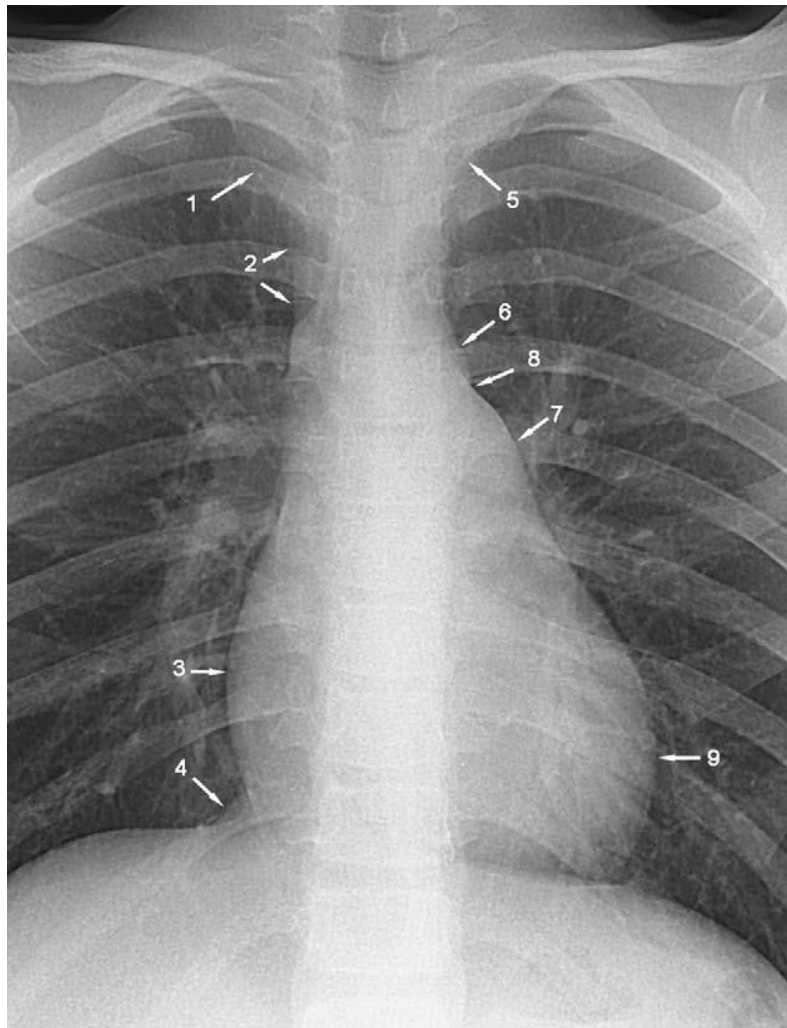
Radiographie thoracique standard de face montrant les lignes antérieures du médiastin. (24)
